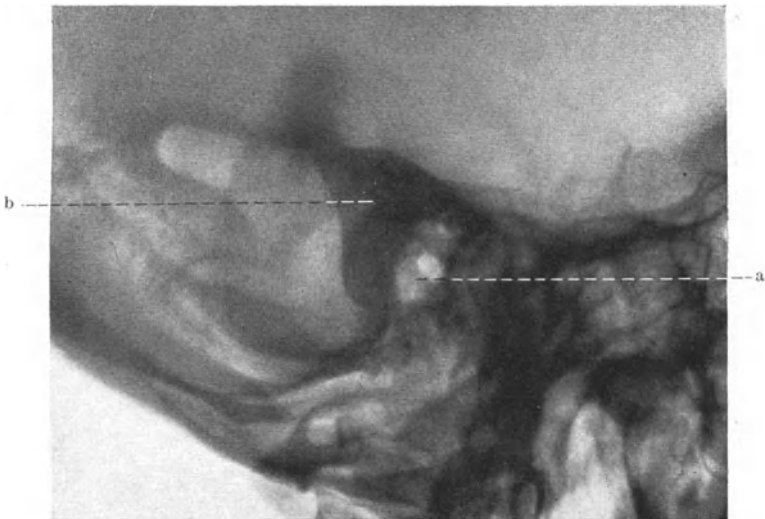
Röntgenbild eines kompakten Warzenfortsatzes. a Äußerer Gehörgang, b Warzenfortsatz.
